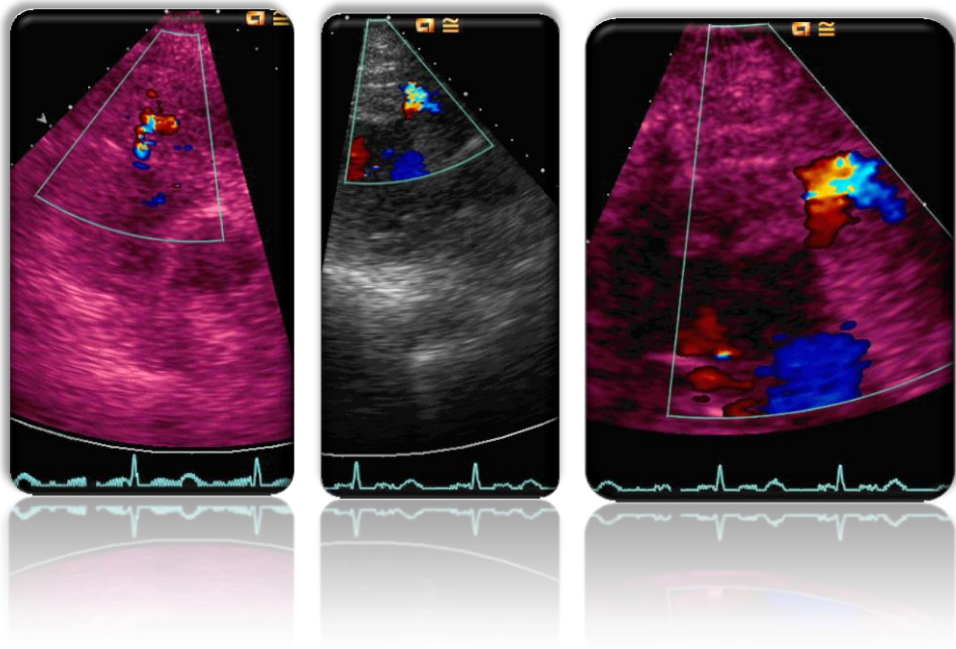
Imágenes cedidas por el Dr. Ruiz Bailén. Se observa con ETT por doppler color el flujo de la zona de ruptura septal. A la izquierda se ve con eje paraesternal apical dos cámaras la zona de flujo a nivel septal. En la zona central en eje corto paraesternal donde observamos la zona de disección del septo con el flujo a su través. A la derecha, tenemos el mismo eje de la figura central más ampliado.
